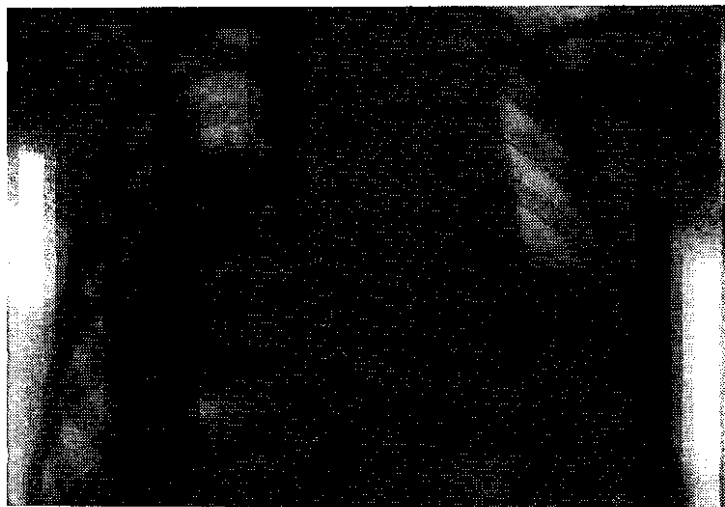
Рентгенограмма грудной клетки ребенка 6 мес с пиопневмотораксом, развившимся как осложнение стафилококковой внутрибольничной пневмонии. Горизонтальный уровень жидкости и воздушный пузырь в левой плевральной полости, левое легкое коллабировано.
